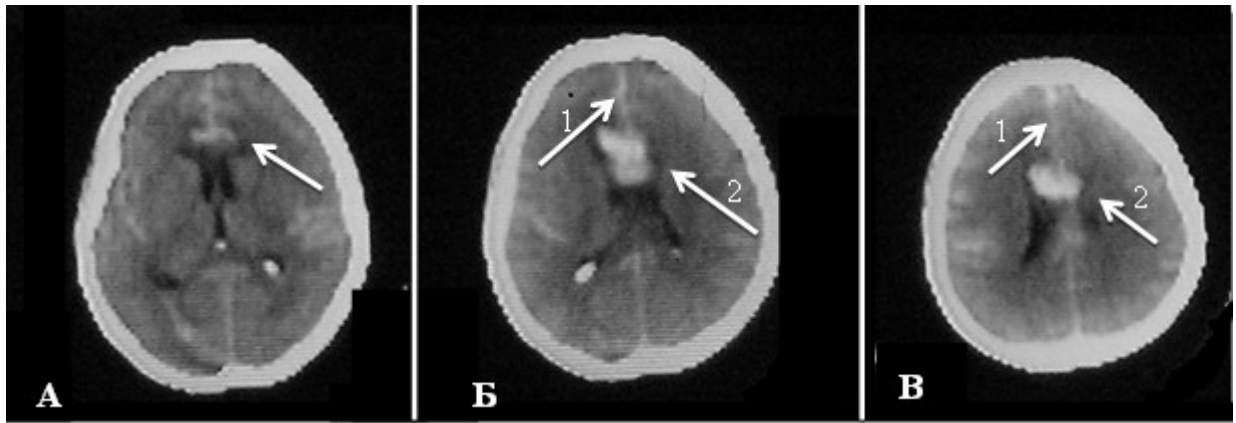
КТ головного мозку в аксіальній проекції. Різні форми крововиливів внаслідок розриву МА ПМА сегменту А3. А — стрілкою позначено САК в передній третині міжпівкульної щілини. Б — стрілкою 1 позначено САК в передній третині міжпівкульної щілини, стрілкою 2 позначено перенхіматозно-вентрикулярний крововилив. В — стрілкою 1 позначено САК в передній третині міжпівкульної щілини, стрілкою 2 позначено перенхіматозний крововилив в середній третині міжпівкульної щілини.
